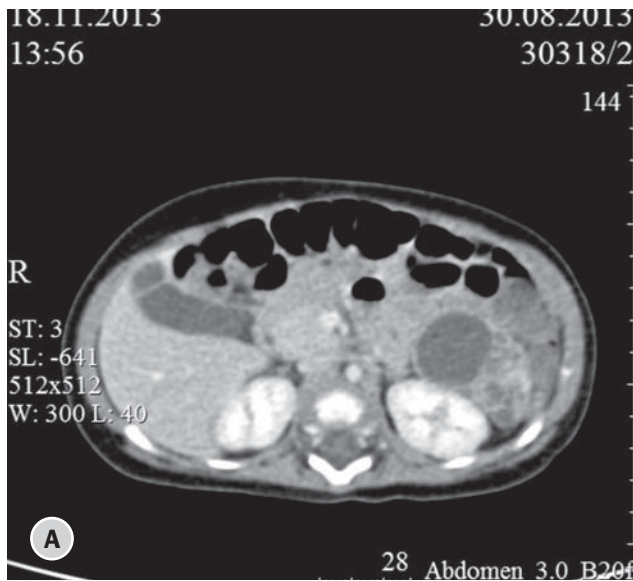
КТ органов брюшной полости пациента Г.П., 3 мес: А — до операции, Б — спустя 15 мес после удаления опухоли
